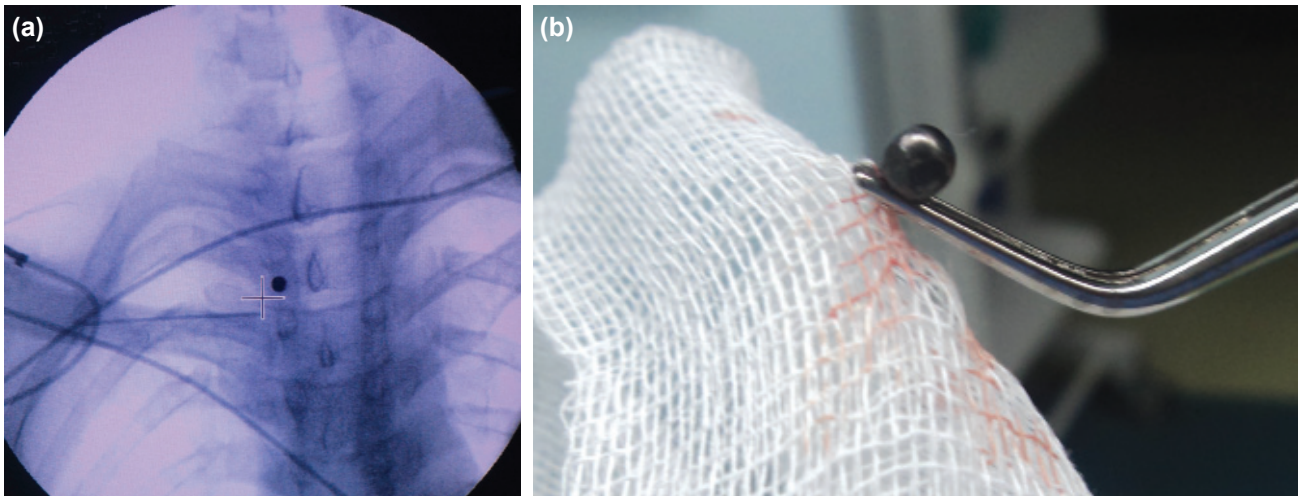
(a) Arka-ön akciğer grafisinde torakal 3. vertebra hizasında görülen saçma görüntüsü. (b) Saçma taneciğinin yer değiştirmesi ile trakeal bası görünümü.
